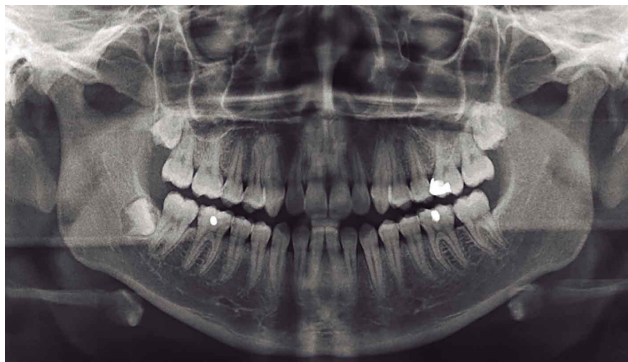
Radiografía Panorámica de la paciente en la primera consulta.
